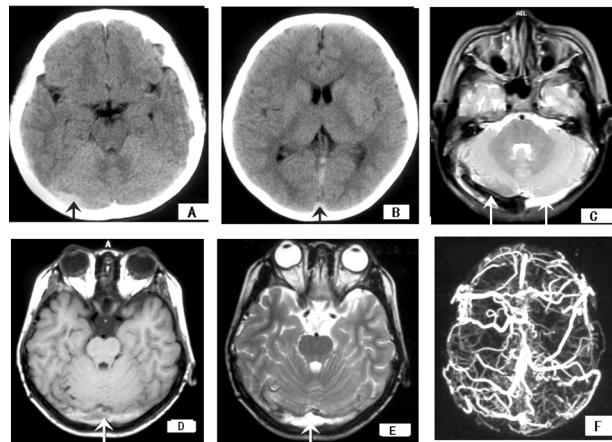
患儿不同时期静脉窦血栓的 CT 及 MRI 改变。
